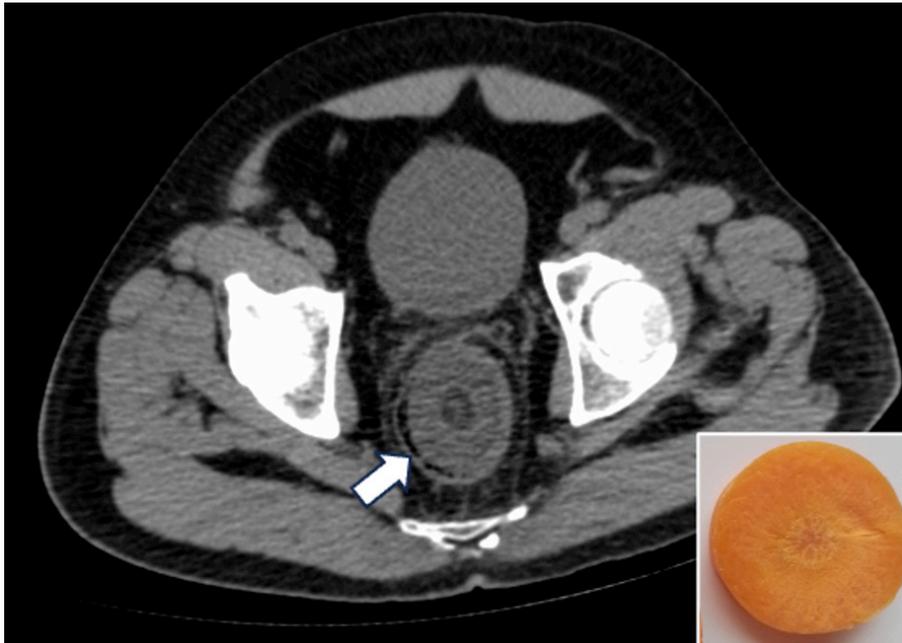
TAC de abdomen y pelvis, reconstrucción axial, donde se visualiza cuerpo extraño en recto (flecha). En borde inferior izquierdo, corte transversal de una zanahoria donde se distingue desde fuera hacia el centro: La corteza, la floema, el cambium, la médula o xilema.
